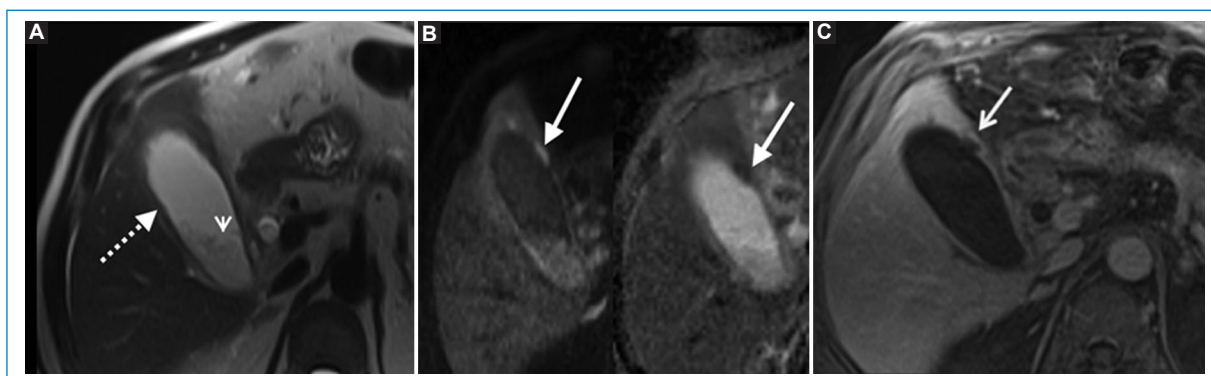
Mujer de 58 años en estudio por dolor abdominal y fiebre. RM de abdomen, plano axial. A: la secuencia ponderada en T2 muestra un engrosamiento de la pared de la vesícula biliar (flecha punteada) con una reducción de la intensidad de la señal de la luz que sugiere barro biliar o pus (punta de flecha). B: las secuencias de difusión b800 y CDA. C: la secuencia ponderada en T1 con saturación grasa con contraste endovenoso muestra un área de restricción de la pared (flecha en B) y realce de la mucosa interrumpido (flecha en C) debido a necrosis por una colecistitis gangrenosa.
